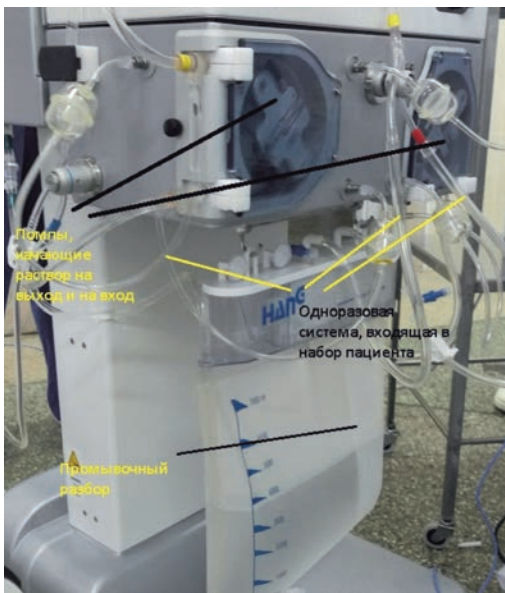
Performer LRT – перистальтические насосы, промывочный раствор, одноразовая перфузионная система
